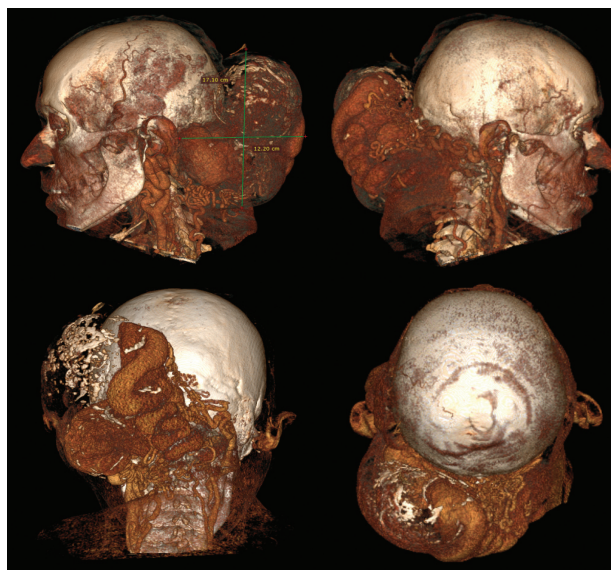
Компьютерно-томографические ангиограммы шеи и головы пациента М. при поступлении в стационар, 3D-реконструкция. Визуализируется гигантская экстра-интракраниальная артериовенозная мальформация шейно-затылочной области
